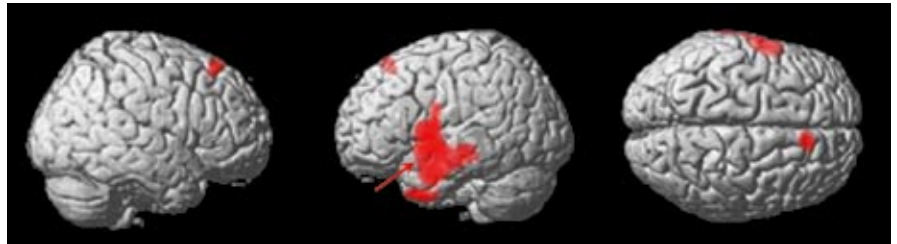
Im linken Schläfenlappen sind u.a. für Gedächtnisfunktionen im Zusammenhang mit der Verarbeitung von Sprache relevante Regionen lokalisiert. In einer Studie mittels Hirn-perfusions-SPECT (Single-photonen Emissionscomputertomographie) konnten wir zeigen, dass deren Aktivierung bei CI (Cochlea Implantat) Trägern während der Unterscheidung richtiger und falscher Sätze mit spezifischen Wortgedächtnisleistungen (im CERAD Test) korreliert. Erkennbar ist dies an der ausgedehnten Aktivierung im Bereich des linken Schläfenlappens (roter Pfeil). Dies ist ein indirekter Hinweis dafür, dass bei diesen Patienten die Aktivierung des Wortgedächtnisses relevant ist für die Durchführung der Satzunterscheidungsaufgabe.
